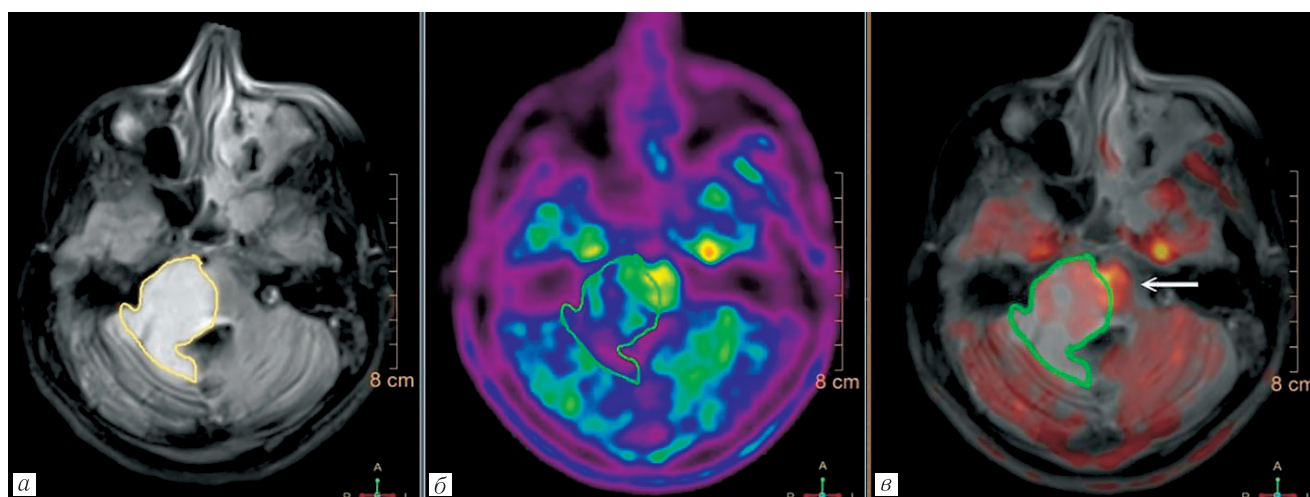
Пилоидная астроцитома ствола головного мозга: *а* — FLAIR; *б* — ПЭТ; *в* — совмещение МРТ и ПЭТ. Опухоль правой половины моста характеризуется негативным захватом ^{11}C -метионина (зеленый контур, *б*). При совмещении МРТ и ПЭТ видно, что более высокий захват ^{11}C -метионина наблюдается в неизменном веществе варолиева моста (стрелка)
